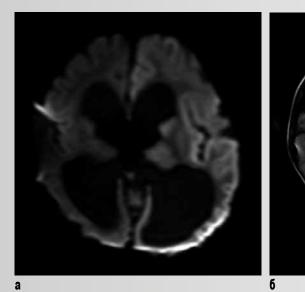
Пациентка 4. Виктория X. МРТ (а – DWI, б – FLAIR), инициальная стадия ННЕ, 14-й день после начала ЭС. Признаки отека левого полушария: обширные участки гиперинтенсивного сигнала
